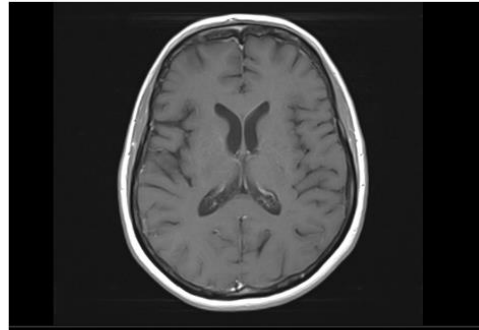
Axial T1-weighted MRI scan showing effacement of the contrast-enhanced lesion in the right periventricular region.
